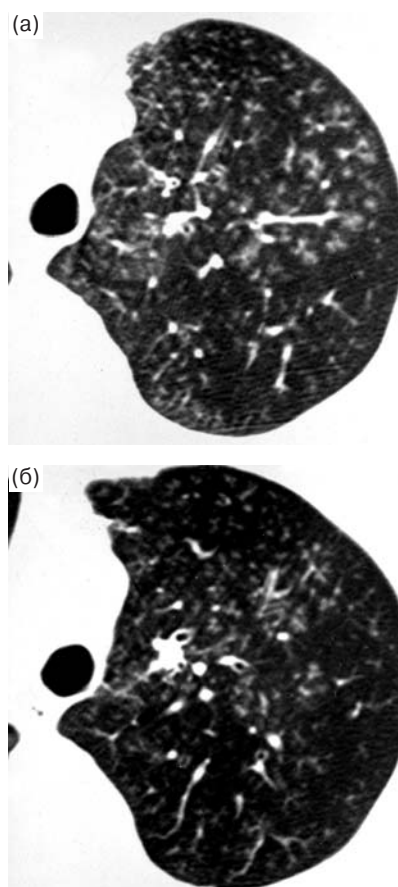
Левосторонняя верхнедолевая пневмония. КТ левого легкого на уровне брахиоцефальных сосудов (а) и дуги аорты (б). Бронхопневмония. Центрилобулярные очаги низкой плотности по типу “матового стекла”.
